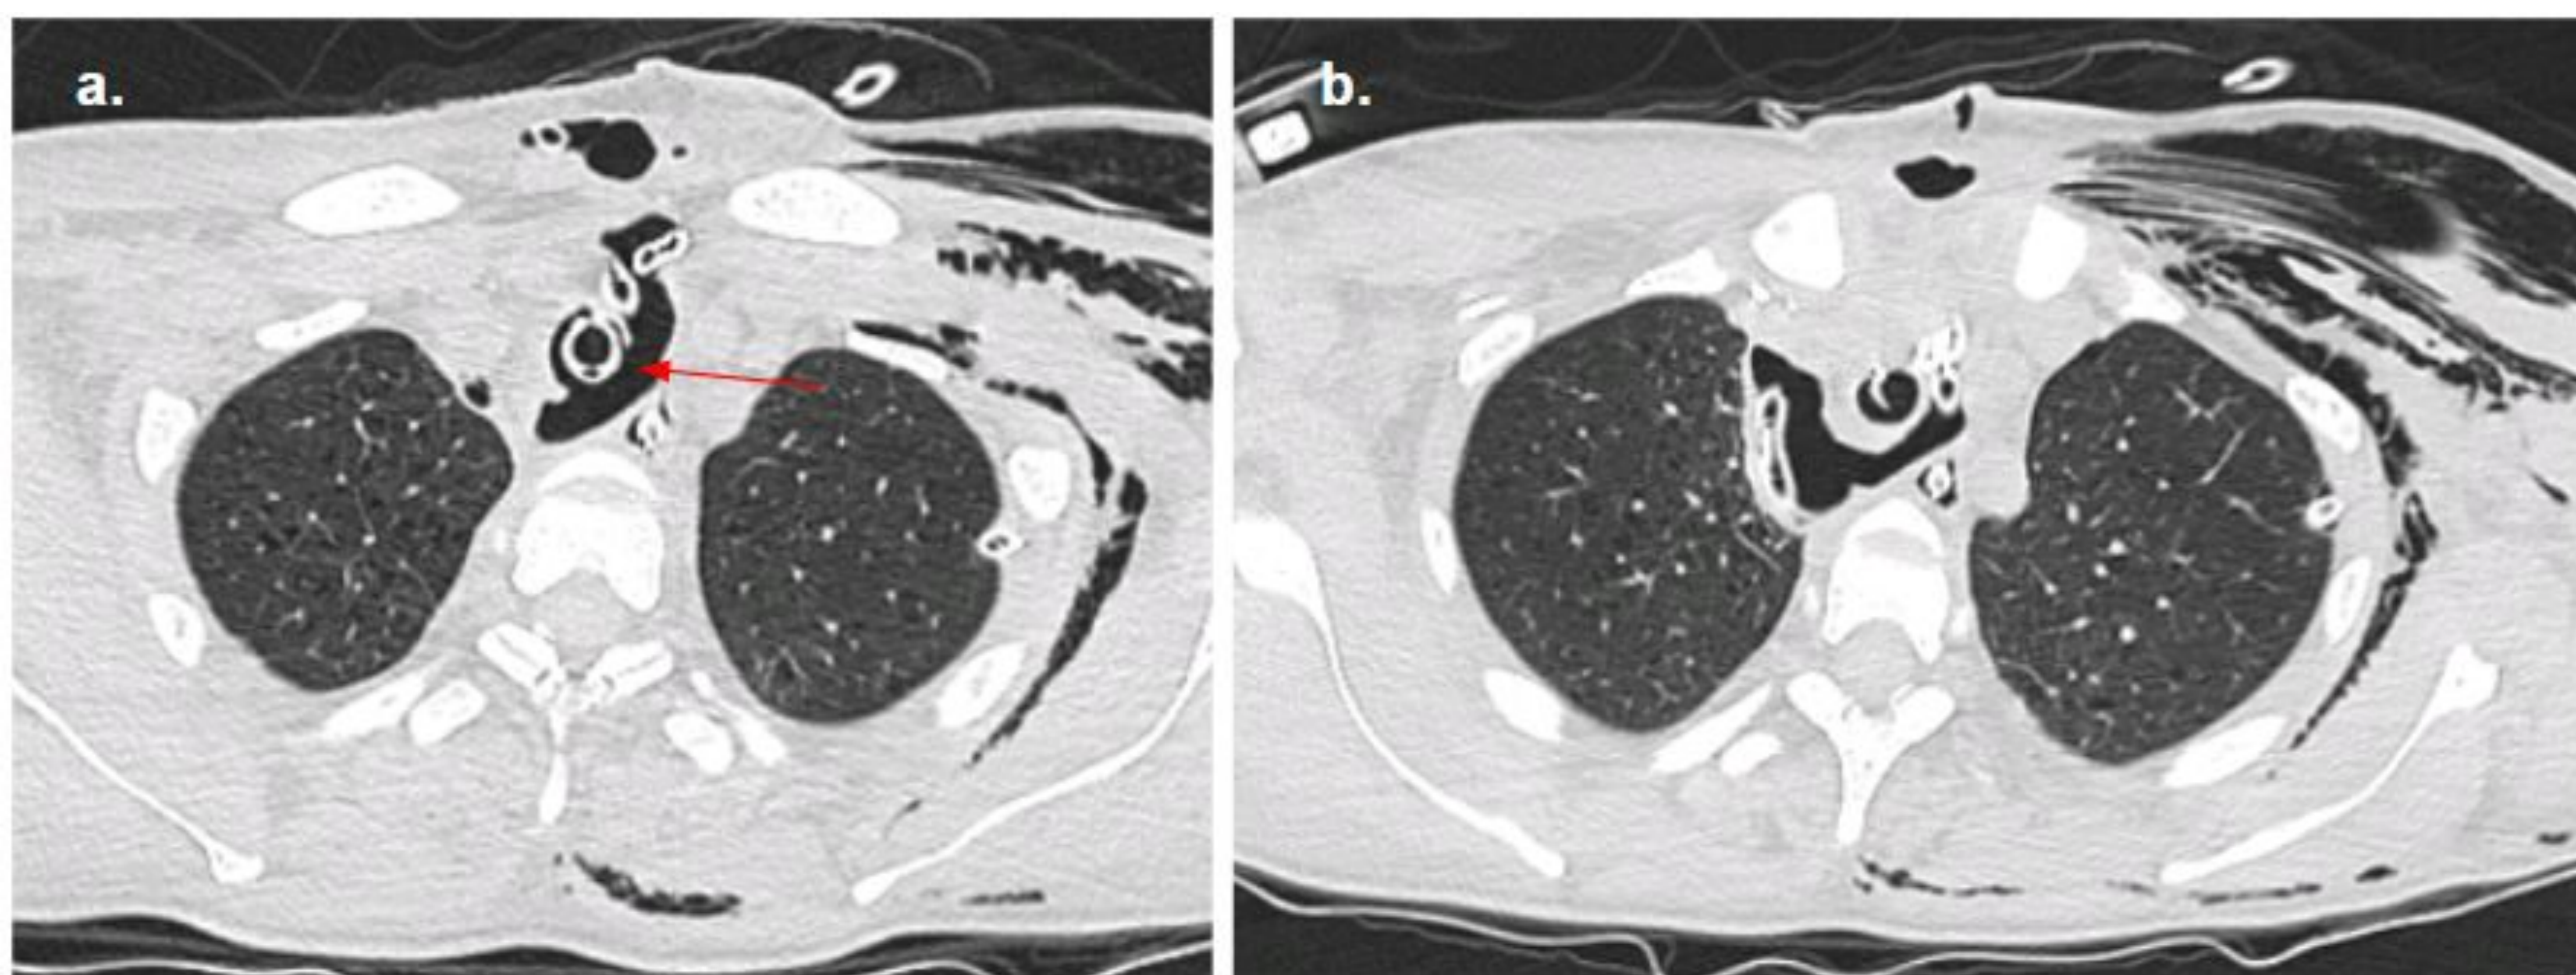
a, b) TC de tórax en paciente de 64 años con rotura traqueal tras intubación. Se identifica una pérdida de continuidad de la pared posterolateral izquierda de la tráquea (a, flecha) y neumomediastino asociado. Portador de catéteres de drenaje pleural y mediastínico. También se observa enfisema de la pared torácica anterior izquierda.
